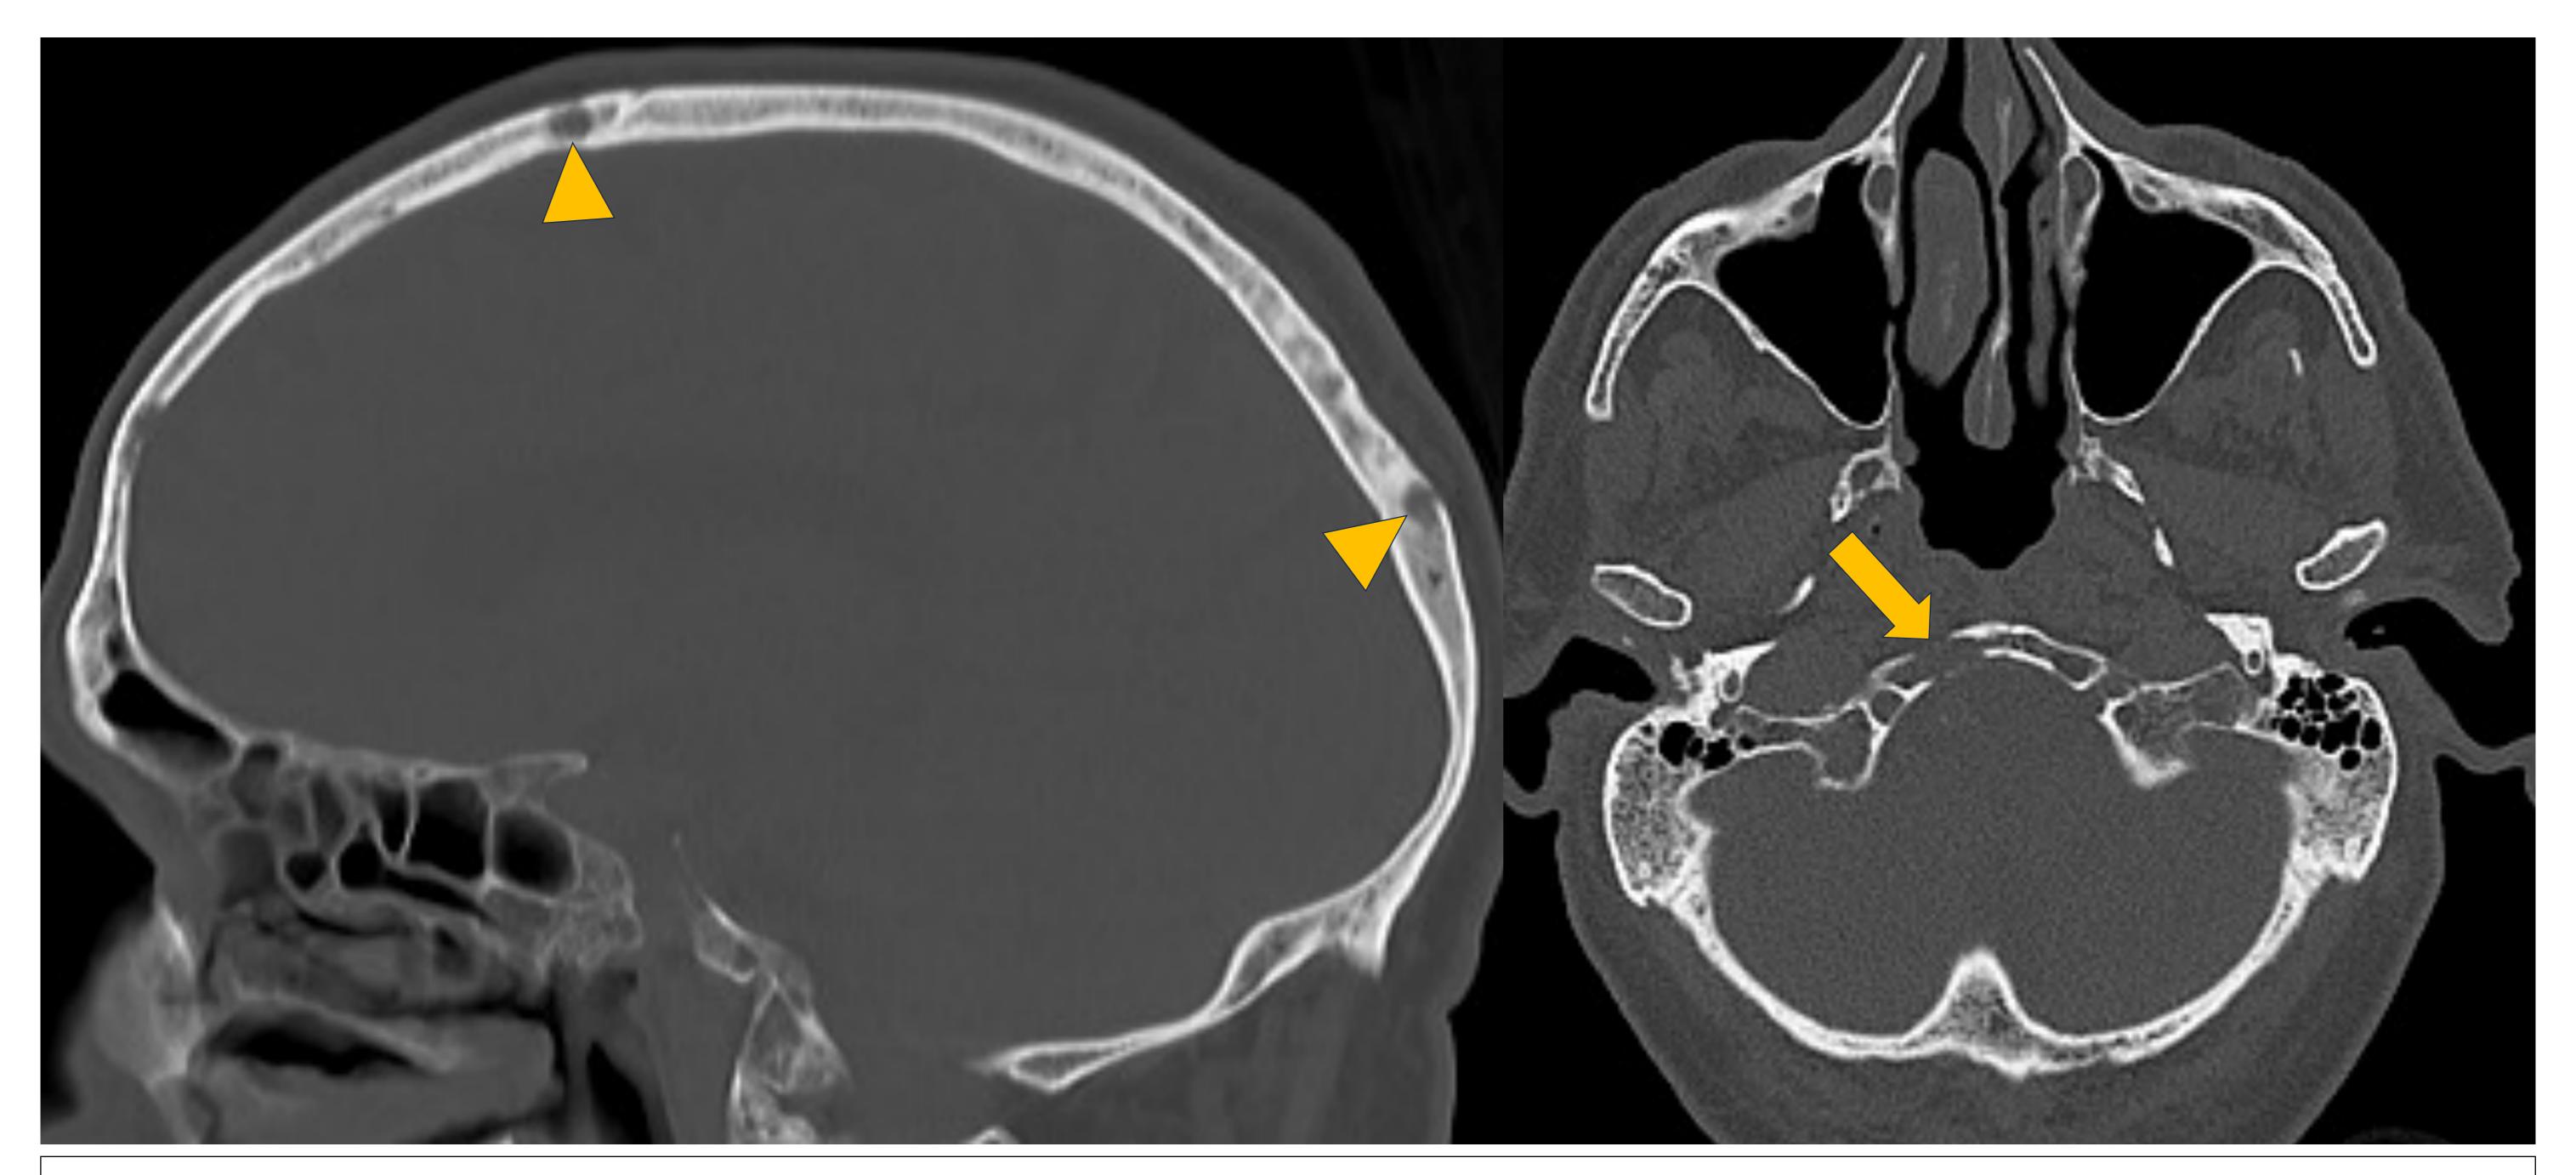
TC ósea sagital: Lesiones líticas en "sacabocados" en calota ósea (puntas de flecha) y clivus (flecha).
